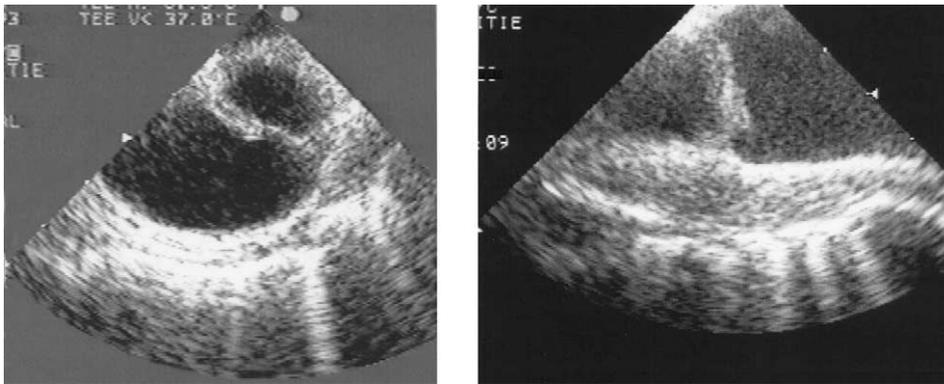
Flap médial traduisant la présence d'une lacération de la paroi aortique en échocardiographie transœsophagienne. Aspects de la lésion en coupe transverse à 0 degré (gauche) et en coupe longitudinale (droite).
